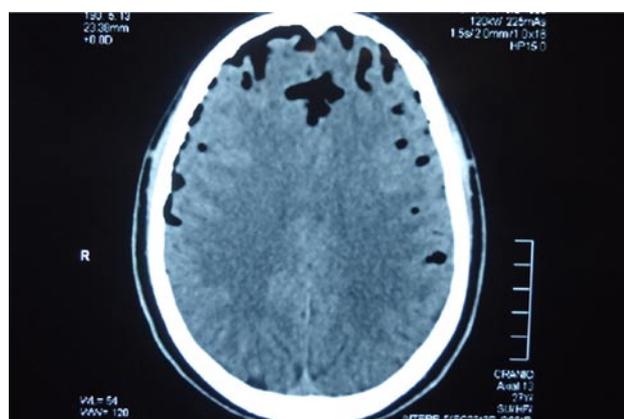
Corte axial em TC com imagens hipodensas em região intracraniana.
